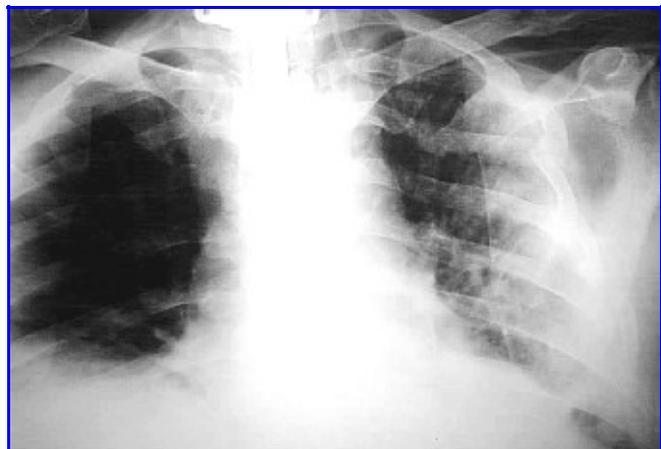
Radiografía de tórax. Traumatismo con tórax flotante a izquierda.
